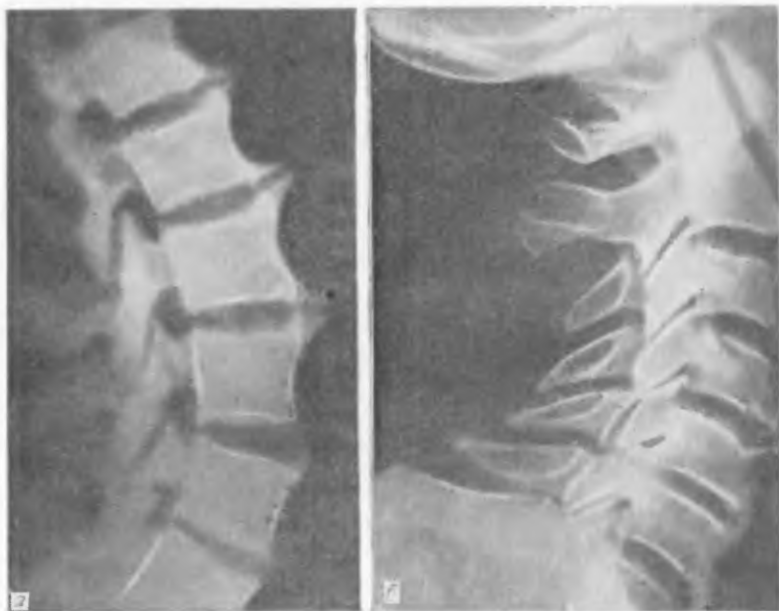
Рентгенограмма больного Е., страдающего болезнью Форестье (фиксирующий лигаментоз) в поясничном (а) и шейном (б) отделах позвоночника.
